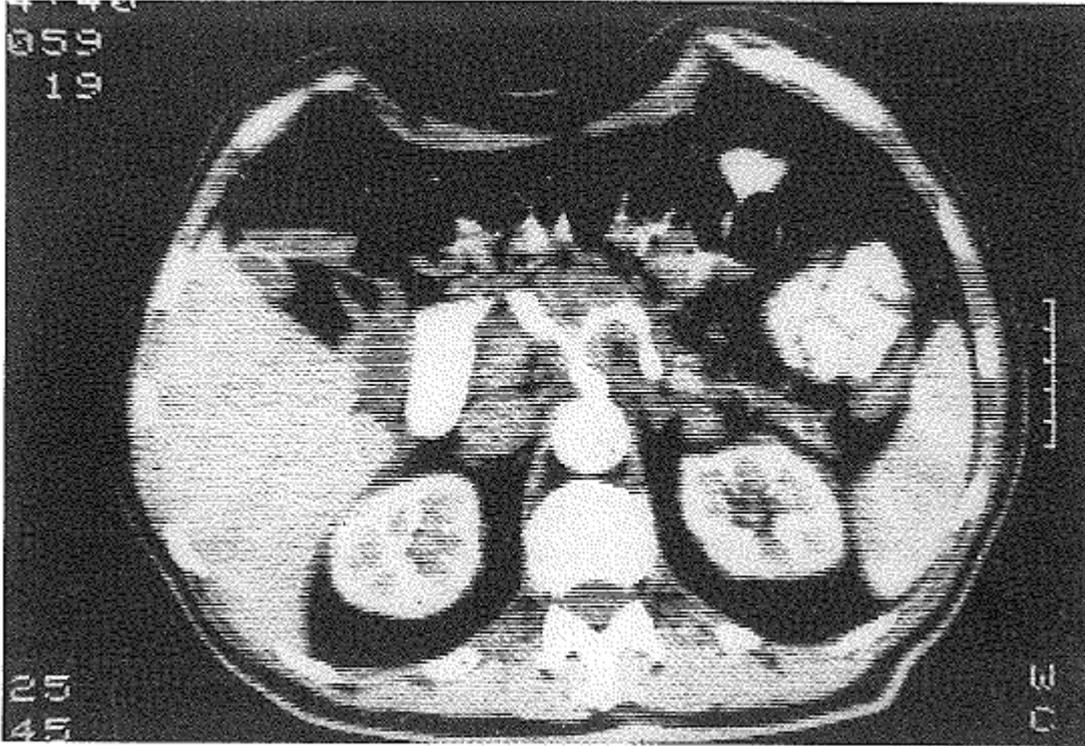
TAC de un adenocarcinoma de cuerpo de páncreas tras administración de drenaje i.v. que muestra englobamiento del tronco celíaco y arterias hepática y esplénica.
